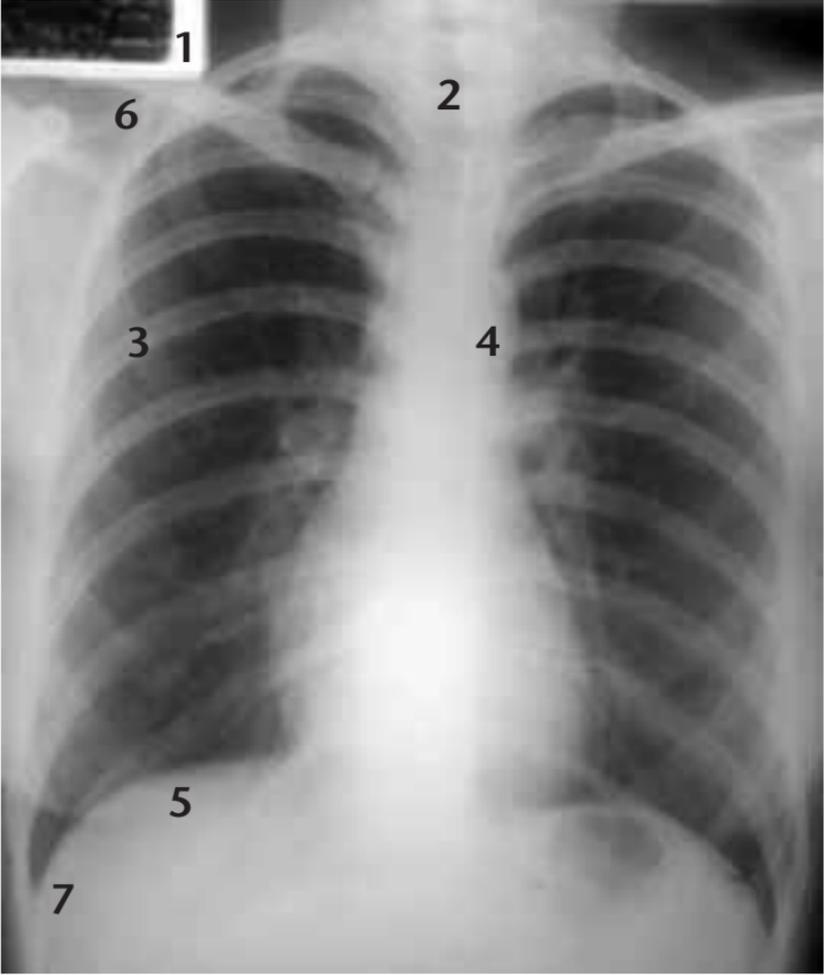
Radiografía de tórax normal con los pasos a dar en su lectura (ver texto). El paso número que analiza elementos externos en esta Rx normal no ofrece ninguna información.
